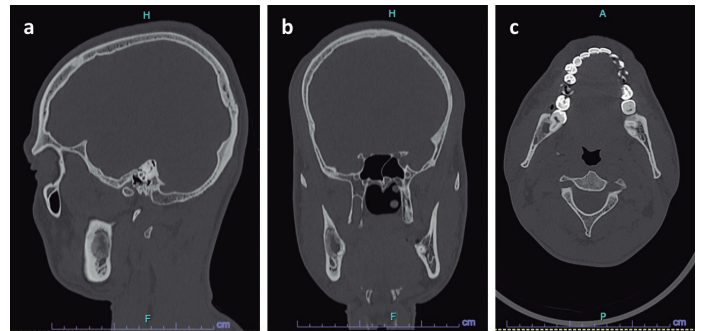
lesiones hipodensas aisladas una de la otra; TC rama mandibular derecha (a) Corte Sagital, (b) Corte Coronal, (c) Corte Axial.
